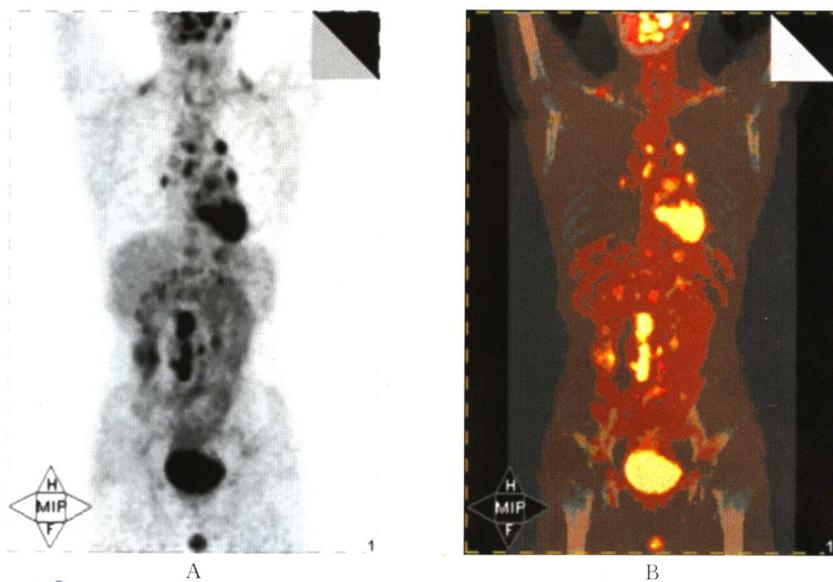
右侧睾丸肿瘤术后 PET/CT 图像
